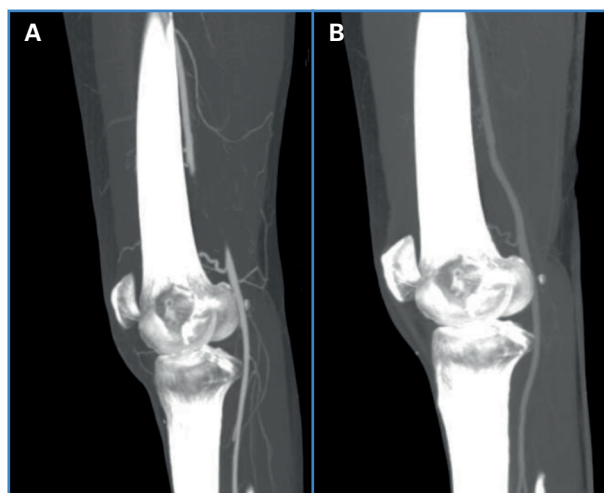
A. Angio-TAC de miembros inferiores con obstrucción de la arteria poplítea. B. Arteria poplítea con recanalización espontánea en angio-TAC al año.
